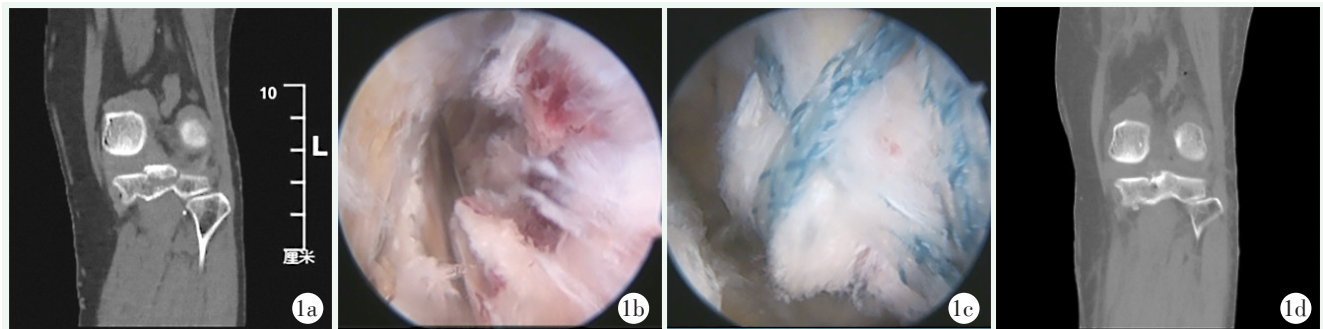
患者女性, 67 岁。1a: 术前冠状位 CT 提示 PCL 胫骨止点撕脱骨折; 1b: 术中关节镜显示骨折部位; 1c: 术中复位之后关节镜下见复位良好; 1d: 术后冠状位 CT 示复位良好。
